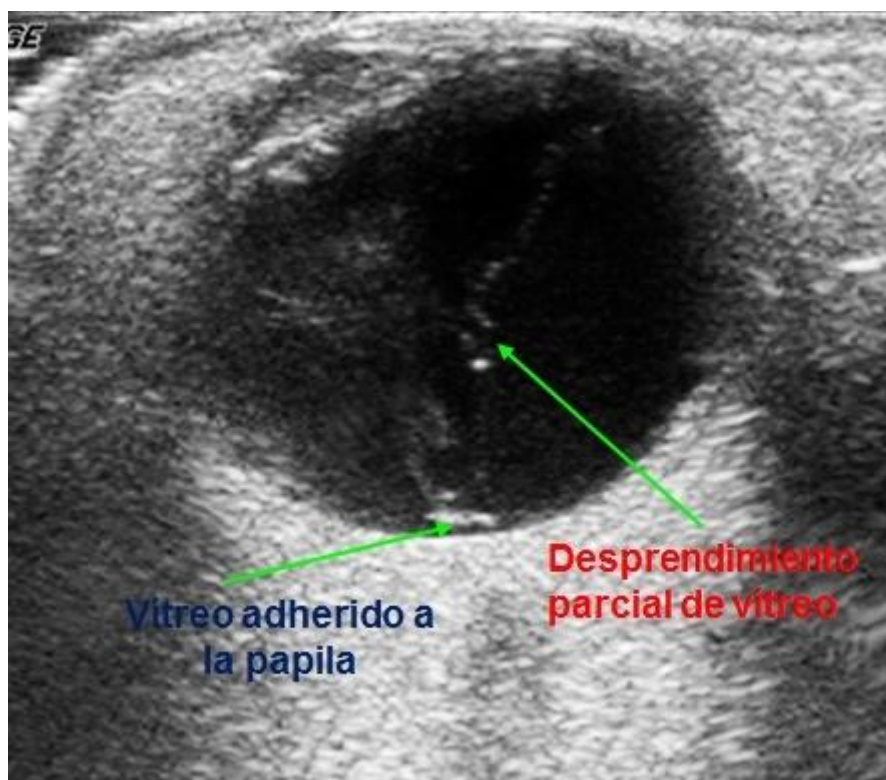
Ecografía ocular en la que se observa desprendimiento parcial de vítreo, con la porción papilar adherida aún a la misma.
